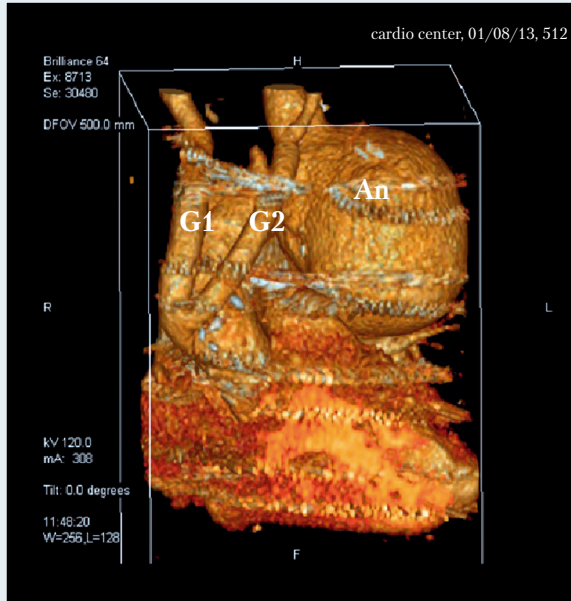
Компьютерная томограмма пациента Ш., 60 лет, после первого этапа лечения. G1 – протез к плечеголовному стволу; G2 – протез к левой сонной артерии; An – аневризма
